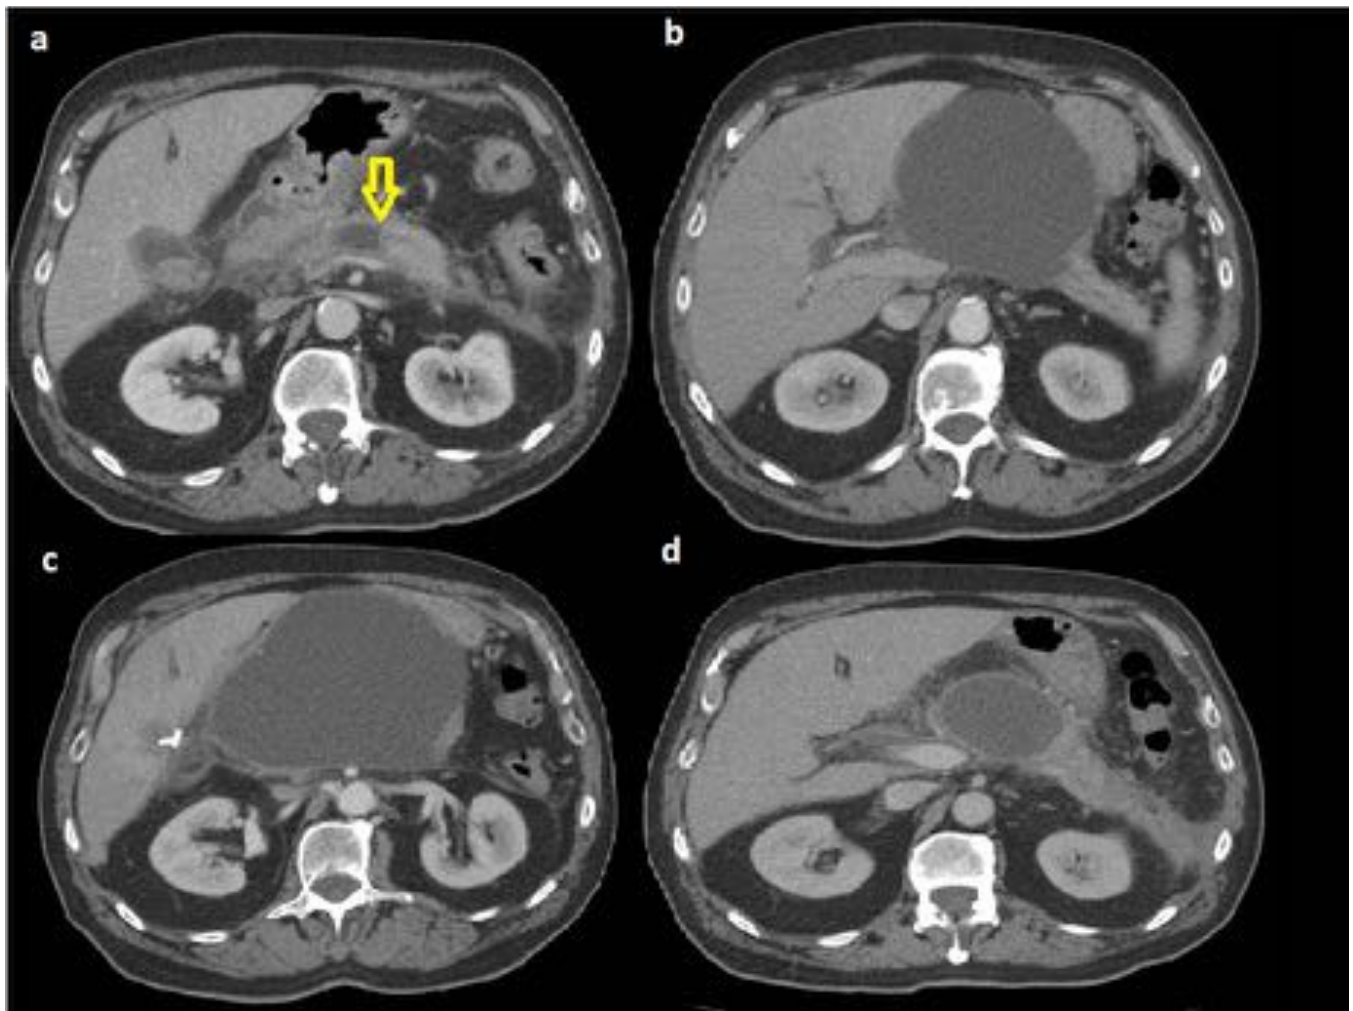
TC abdominal con CIV , planos axiales. a),b)c) corresponde al mismo paciente y muestran la evolución de una colección intrapancreática a las 3, 7 y 10 semanas respectivamente, se observa colección líquida intrapancreática homogénea con leve realce de la pared, sin áreas de alta densidad dentro de la colección ni zonas de necrosis en el páncreas. d) Otro paciente con colección de las mismas características. Diagnóstico final Pseudoquiste pancreático.
